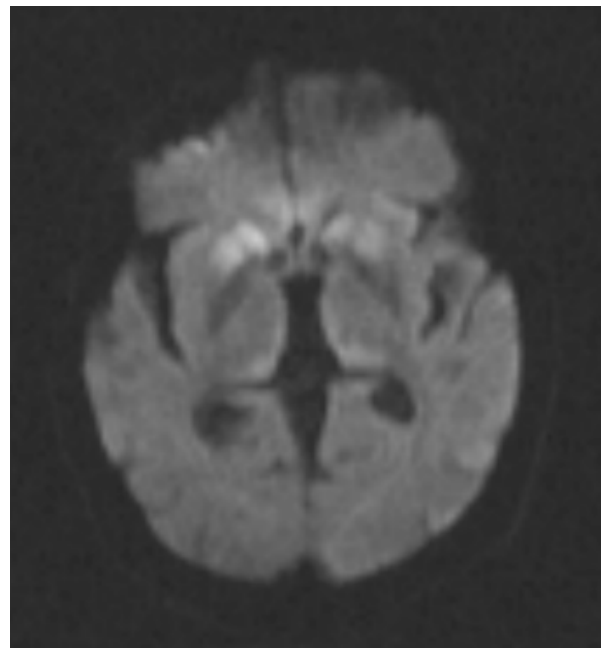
Se pueden apreciar los núcleos caudado y putamen afectados bilateralmente en la RM de cerebro, asociado a hiperintensidad en la corteza del cíngulo anterior y en el núcleo pulvinar y dorsomedial del tálamo bilateralmente. Este corresponde a un patrón infrecuente en ECJ y se diferencia del clásico signo de “doble palo de hockey” presente en la nueva variante de ECJ por su hiperintensidad menor comparada al núcleo caudado y putamen.⁽¹⁵⁾
